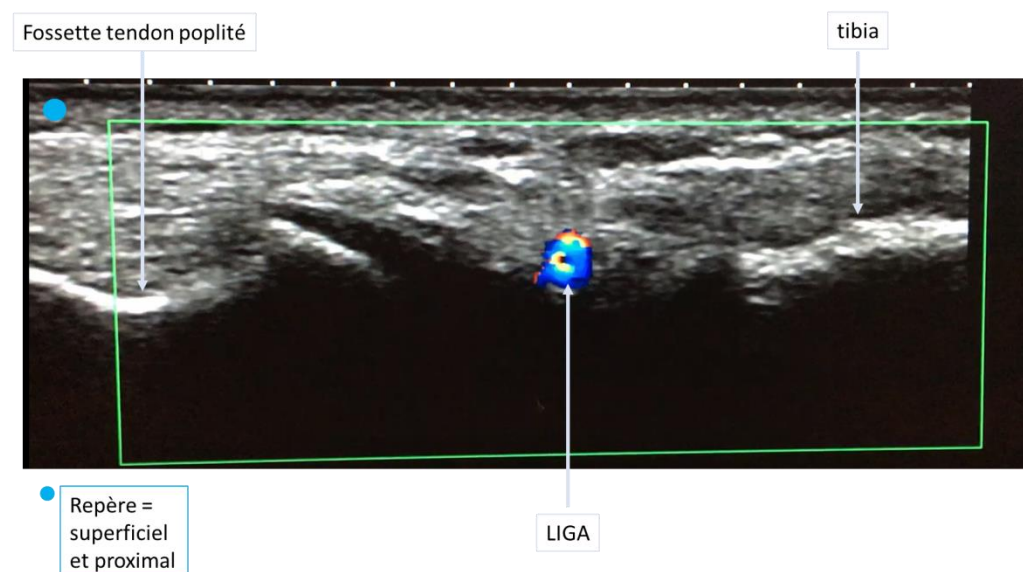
Identification de l'artère géniculée latéro-inferieure (LIGA) à l'aide du mode doppler.
